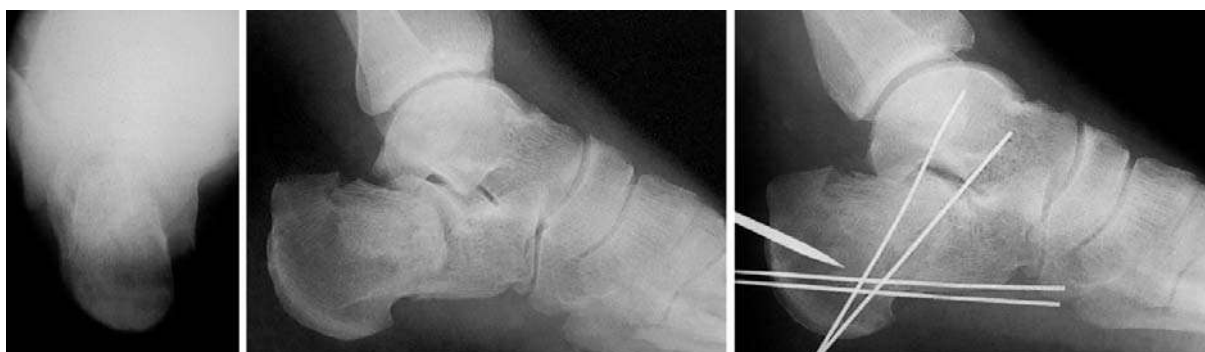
Контрольні рентгенограми стопи після невдалої ЗОІР імпресійного перелому п'яткової кістки (перший вид зміщення)
